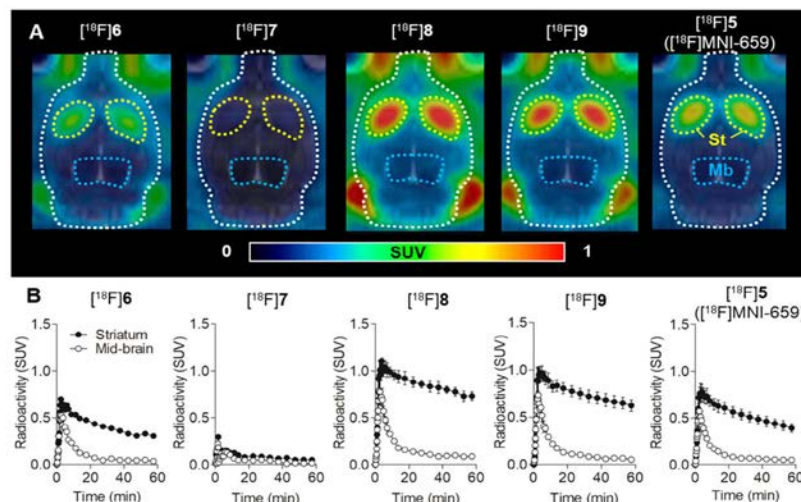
$[^{18}\text{F}]5\sim 9$  の PET/MRI イメージ (A) と時間放射能曲線 (B)
